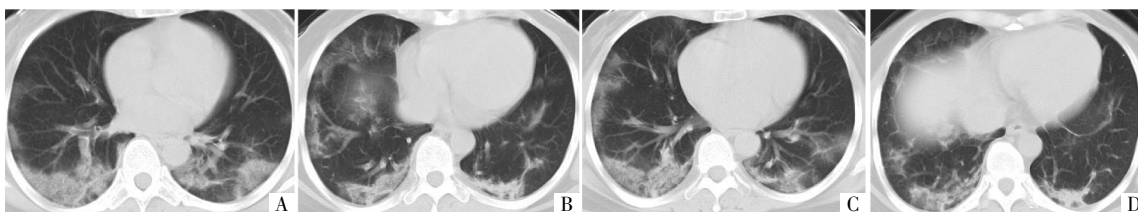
病人女,29岁。有密切接触史。身体不适、发热3d,入院次日进行HRCT检查。A-D图CT平扫肺窗横断面影像,示两肺外周弥漫性分布斑片状GGO影,血管支气管束增粗,部分病灶内部见条索影。
